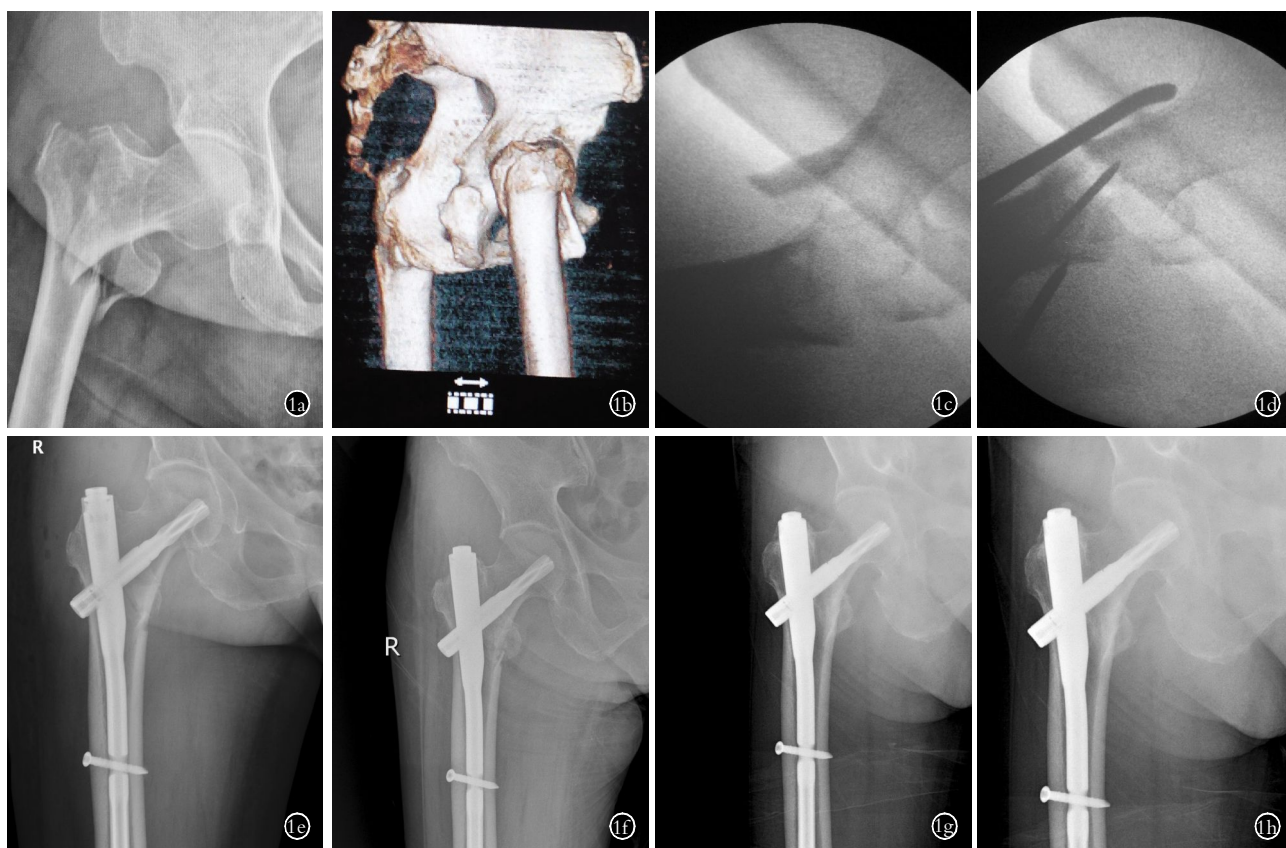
女,72 岁,右股骨粗隆间骨折, AO 分型 A2.1 1a. 术前正位 X 线片无法判断骨折移位情况 1b. 三维 CT 示近骨折端向前旋转移位 1c. 术中牵拉下骨折断端移位 1d, 1e. 闭合撬拨复位后 PFNA-II 内固定 1f. 术后 3 个月正位 X 线示骨折愈合, 内固定良好 1g. 术后 6 个月正位 X 线片 1h. 术后 12 个月正位 X 线片示内固定良好
